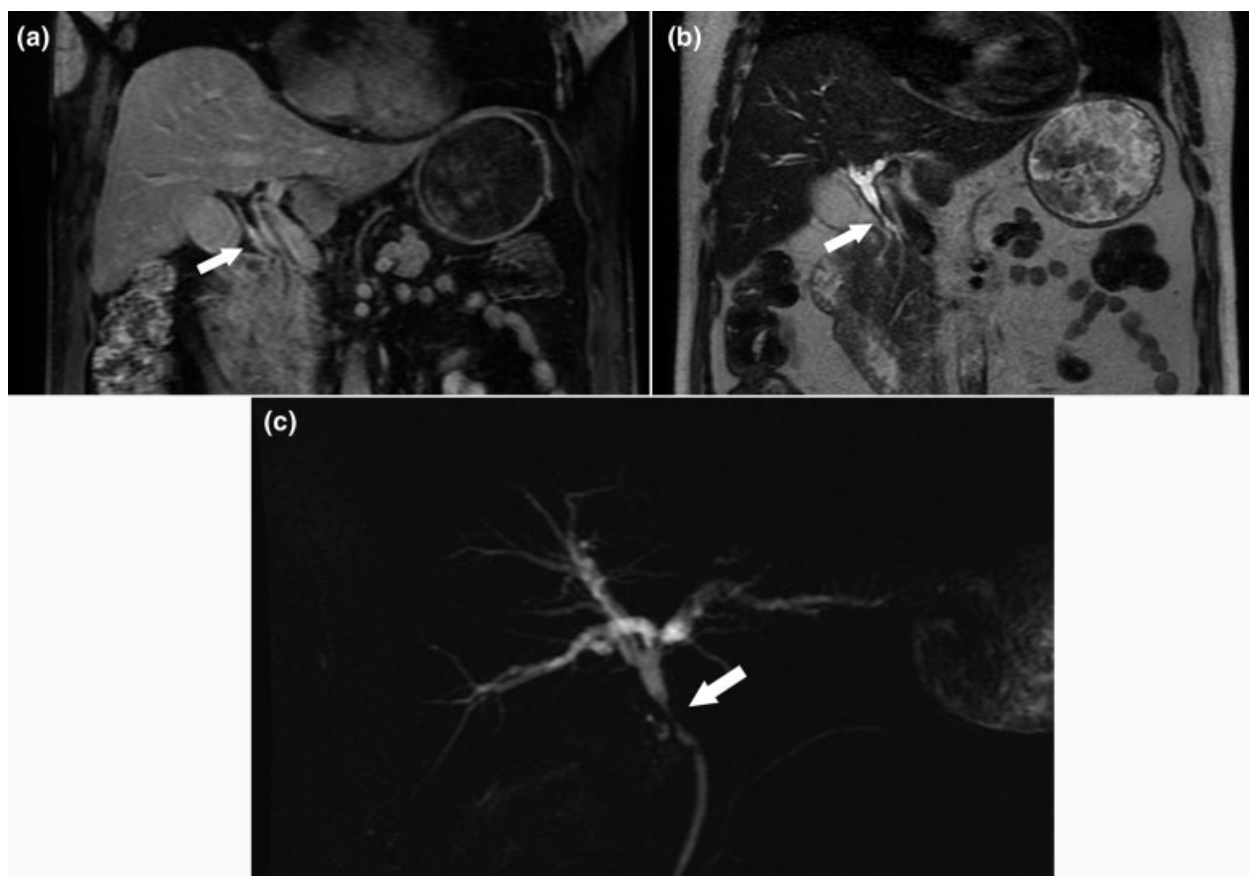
CC periductal Bismuth - Carlette tipo I. Imágenes coronales de RM en secuencias ponderadas en T1 con supresión de la grasa con inyección de gadolinio (a), potenciadas en T2 (b) y CPMR 2D (c) que muestran engrosamiento parietal irregular, estenosis del conducto hepático común con impregnación progresiva en fase tardía y leve dilatación ductal proximal (flecha).
